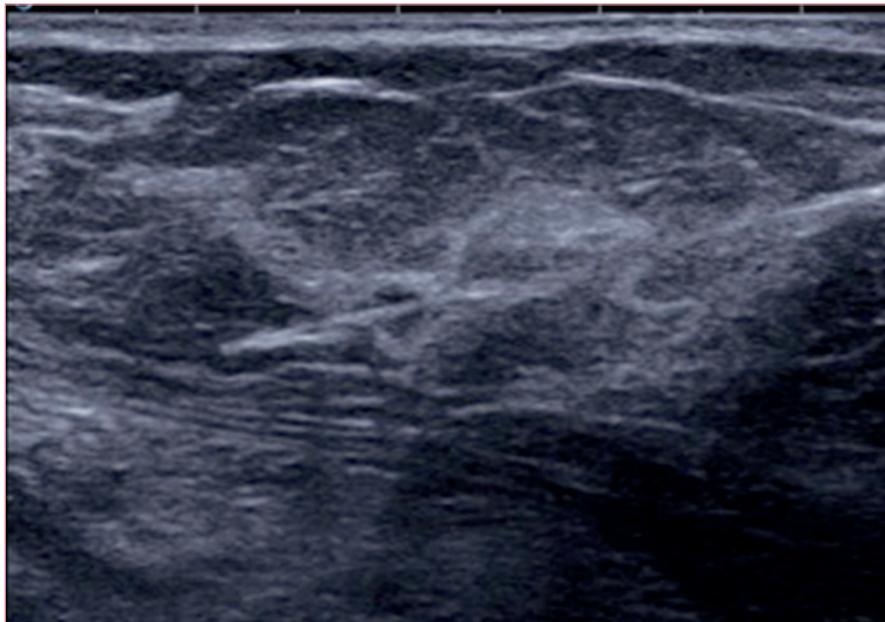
Localización prequirúrgica con arpón guiado por ecografía.
